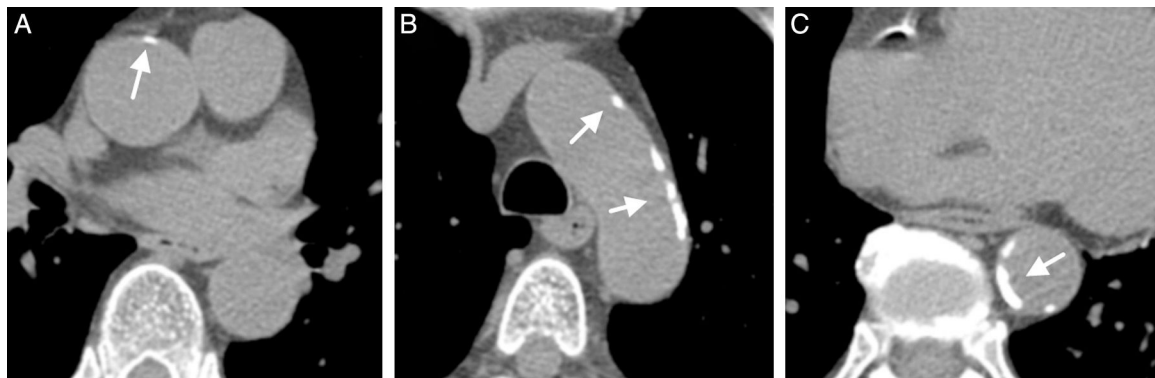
Imágenes de tomografía computarizada de las porciones ascendente (A), cayado aórtico (B) y descendente (C) de la aorta torácica en un paciente representativo con calcificaciones aórticas (flechas).
